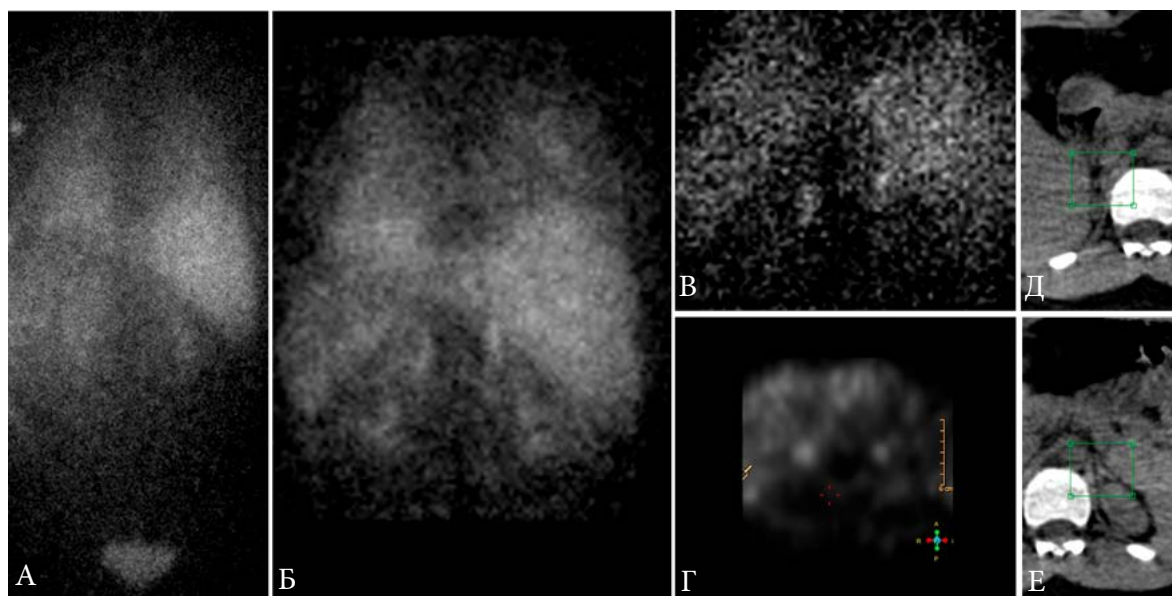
Протокол исследования с  $^{123}\text{I}$ -МИБГ для выявления феохромоцитомы: сканирование всего тела через 4 ч после введения РФП (А), прицельная сцинтиграфия через 24 (Б) и 48 ч (Б'), по возможности ОЭКТ через 24 ч (Г) с диагностической КТ надпочечников (Д, Е).
